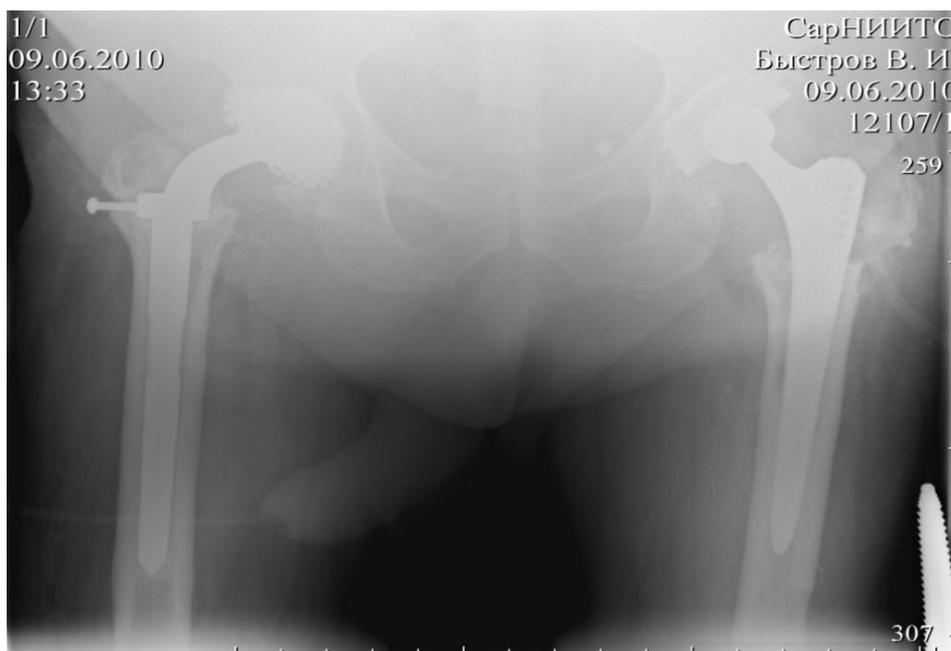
Рентгенограмма больного Б., 65 лет. И. б. № 2899. Удаление эндопротеза Сиваша, ревизионное тотальное эндопротезирование левого тазобедренного сустава конструкцией Smith&perhew (9 июня 2010 г.), пластика ацетабулярного компонента препаратом «ЛитАр» по предложенной методике
